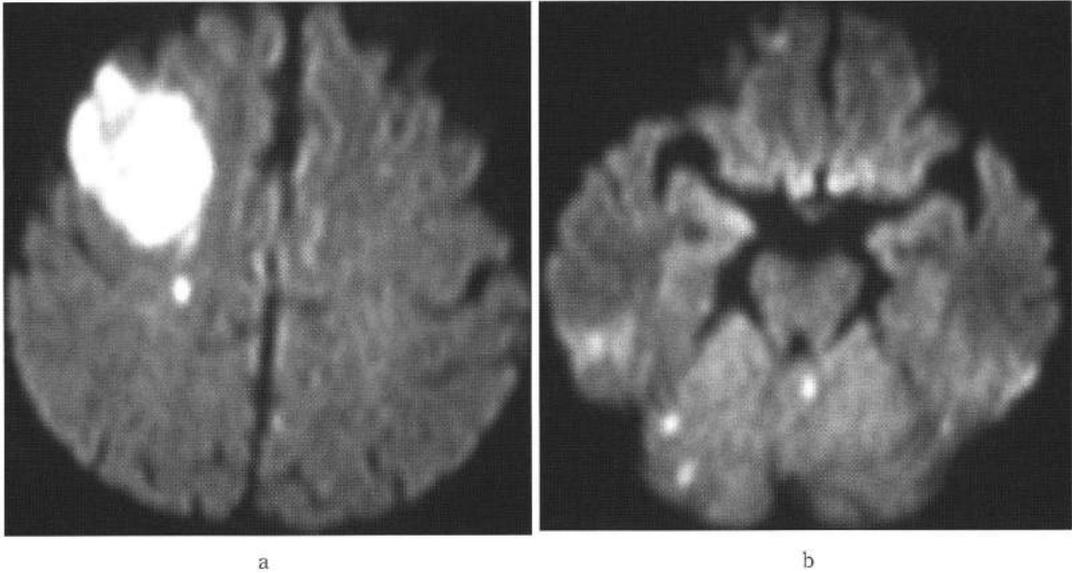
MRI画像(第2病日): 拡散強調画像で左後頭葉, 右前頭葉に著名な高信号域あり. 両側小脳半球と前頭, 頭頂葉に点状・小斑状の高信号が散在.
